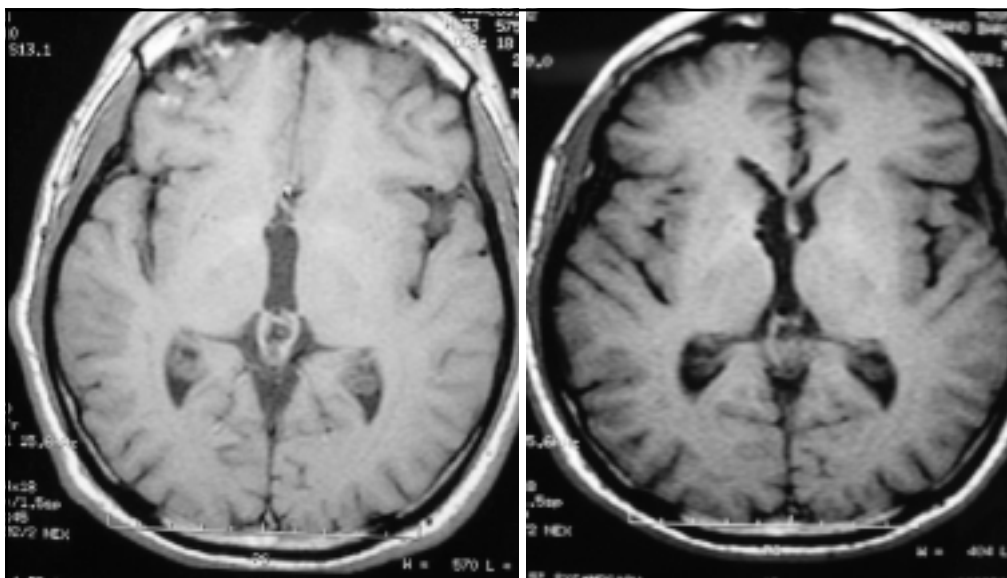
Caso 2. Se compara la IRM preoperatoria, corte axial en secuencia T1 (A1) y la IRM al año de la cirugía, corte axial en secuencia T1 (A2).
